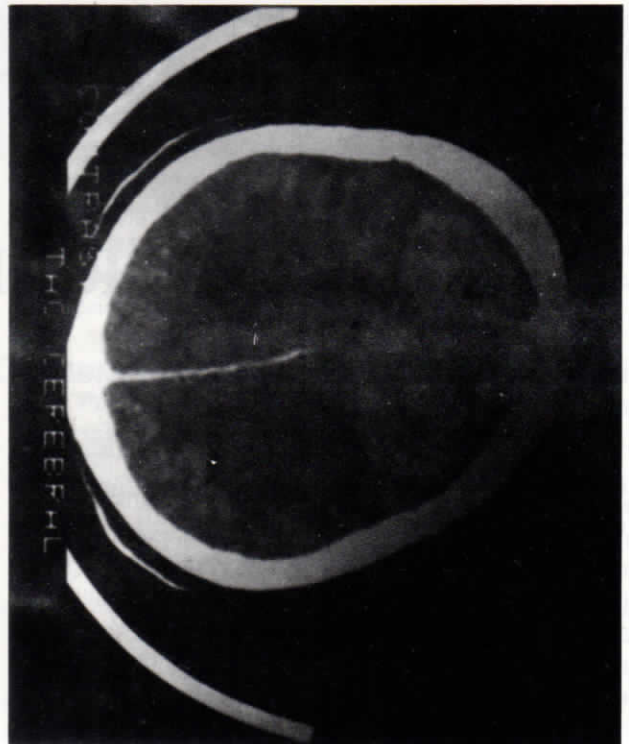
Tomografía Acial Computarizada craneal contrastada que permite observar una imagen redondeada que capta homogéneamente el medio de contraste, de mayor densidad que el parénquima y con edema perilesional localizada a nivel bifrontal.
